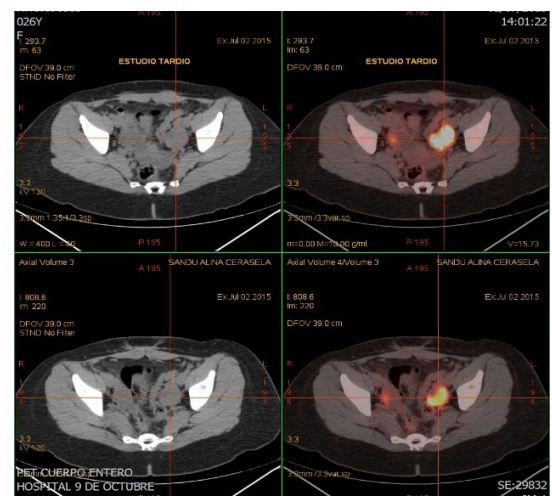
PET-TAC donde se evidencia intenso hipermetabolismo en ambos ovarios (Fig. 8). Estudio tardío que muestra mayor actividad metabólica en los depósitos (Fig. 9).
